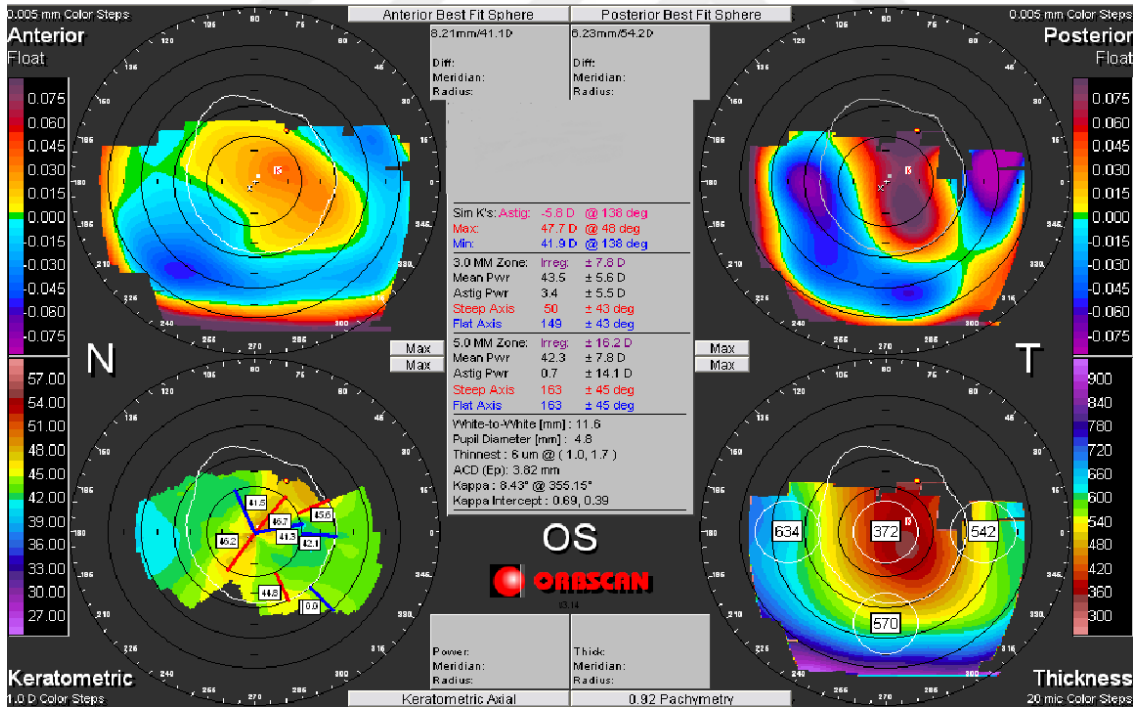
PRK ve eşzamanlı KÇB tedavisi öncesinde alınan örnek bir hastanın korneal topografisi. (100. Yıl Üniversitesi Tıp Fakültesi Göz Hastalıkları Kliniği Kornea Birimi arşivinden alınmıştır.)
